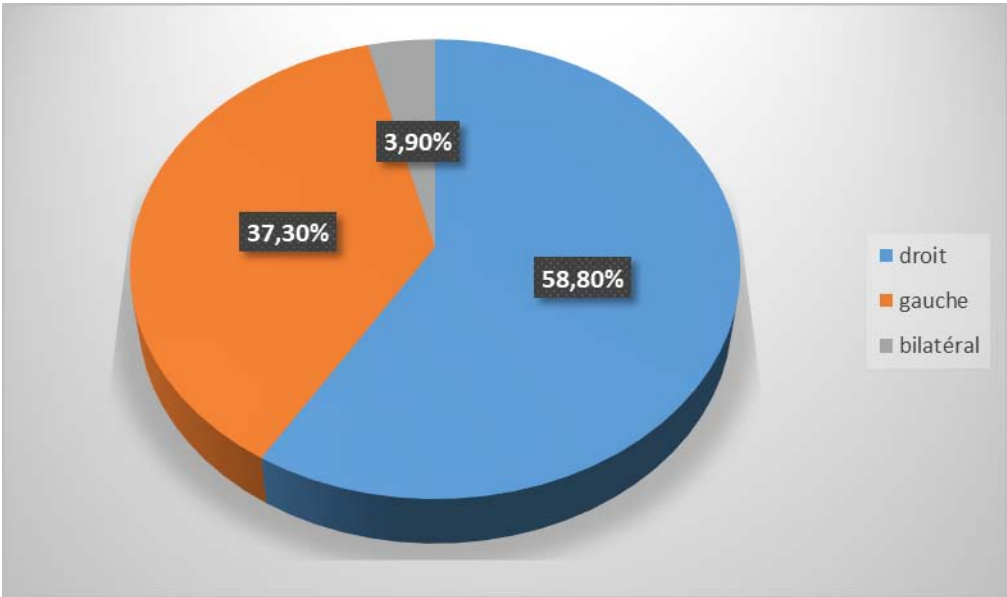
Localisation du PSS sur la radiographie thoracique.
